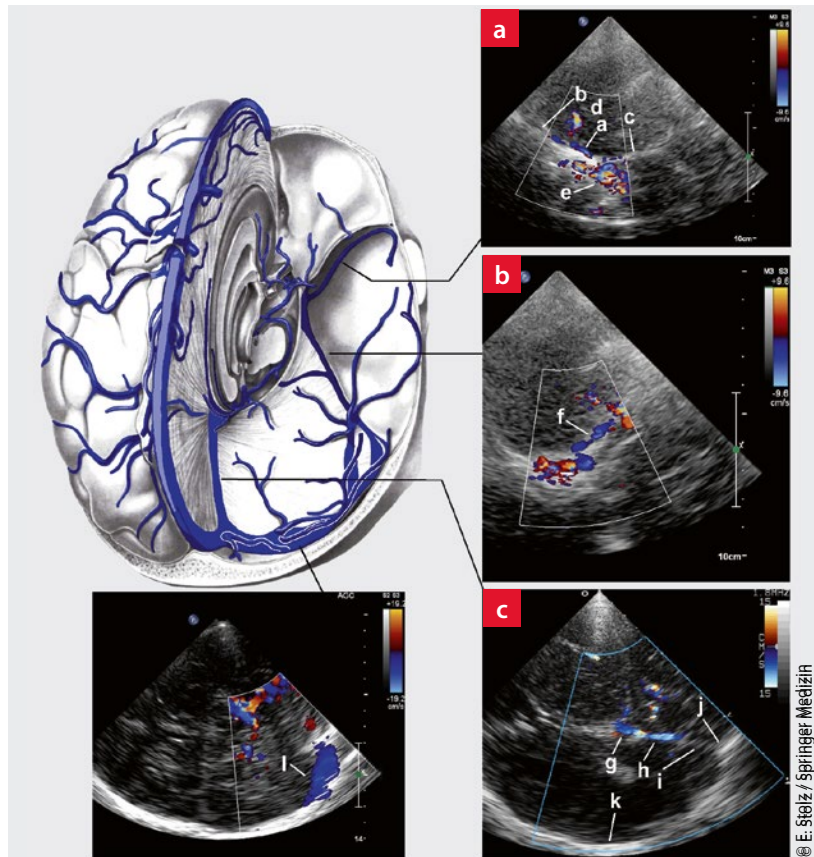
Farbduplexsonografie der Sinus. a: Sinus sphenoparietalis (a) im echoreich dargestellten kleinen Keilbeinflügel (b), echoreiche Darstellung des großen Keilbeinflügels (c), mittlere Schädelgrube (d), A. carotis interna (e), Sinus petrosus superior (f) im großen Keilbeinflügel. c: V. cerebri magna (g) und Sinus rectus (h). Der Sinus rectus verläuft im echoreichen Giebel des Tentorium cerebelli (i). Protuberantia occipitalis interna (j), gegenseitige Kalotte (k). d: Sinus transversus (l) der Gegenseite unmittelbar unterhalb der Kalotte. Anatomische Abbildung modifiziert nach: Nieuwenhuys R, Voogd J, van Huijzen C. The Human Central Nervous System. 4. Auflage, Springer Verlag, 2008.
